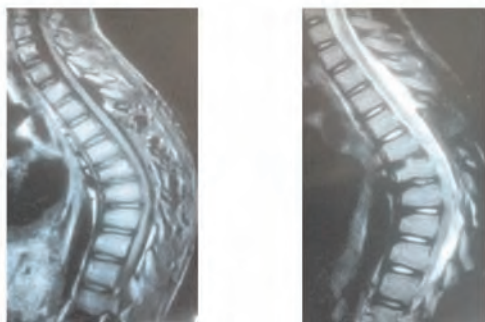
IRM post opératoire T1(a) et T2 (b) avec disparition totale du kyste
